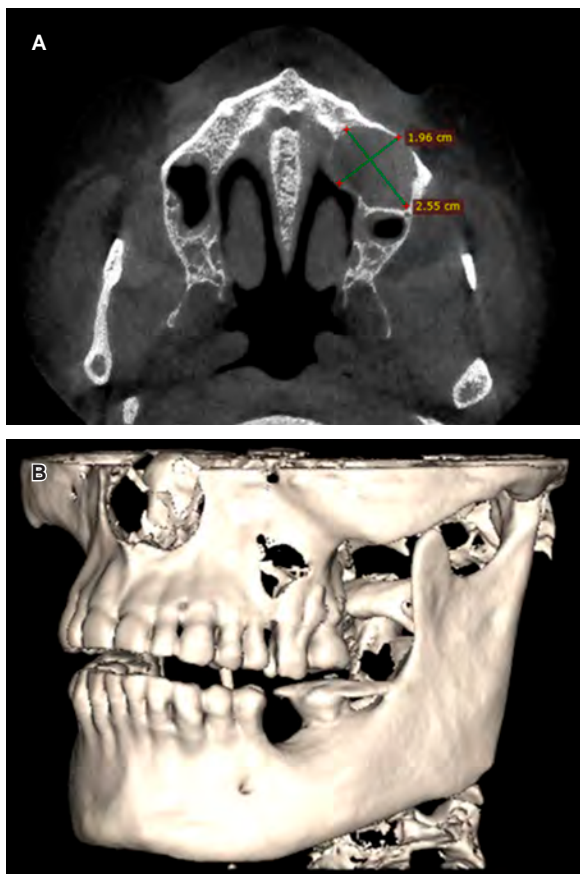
Computed tomography scan cut axial facial (CT) shows. A) Radiolucent circular area in left maxillary sinus of 1.96 × 2.55 cm. B) Bone destruction in the anterior wall of the left maxillary sinus.
